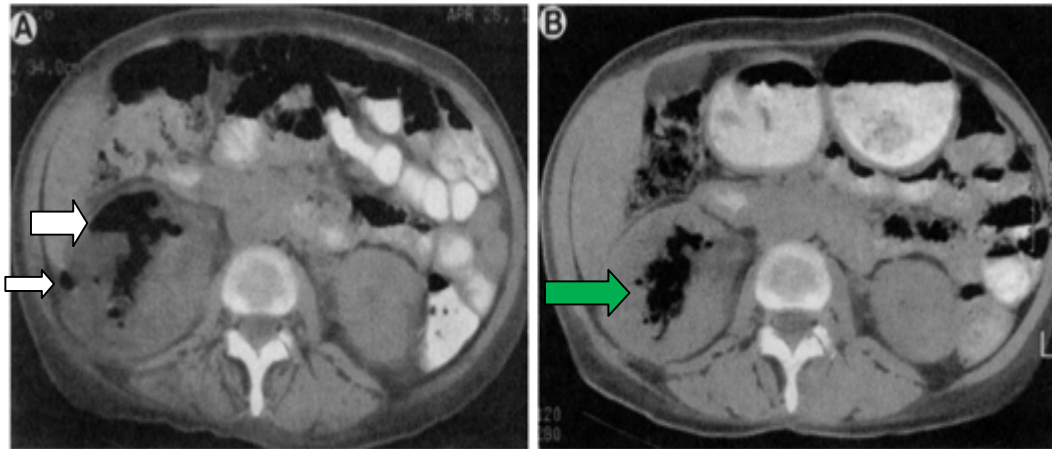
Surveillance TDM d'une PNE droite traitée médicalement.
